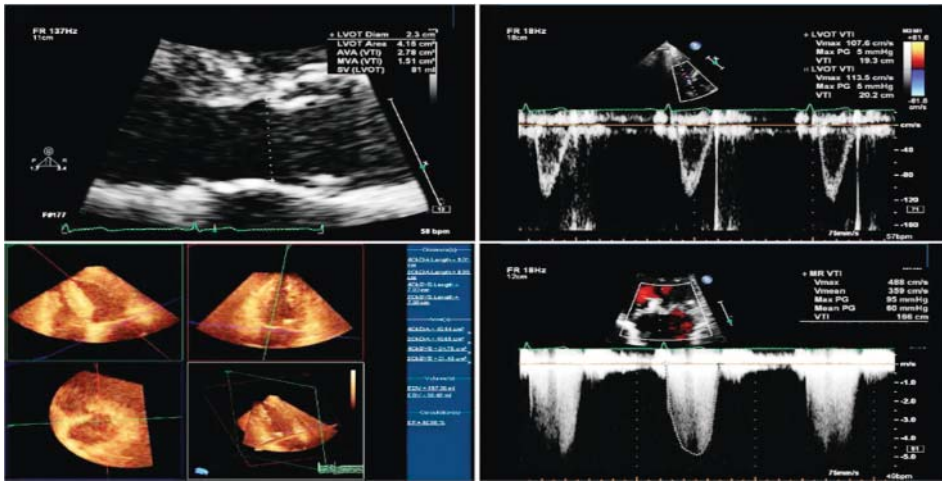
以 3D 心臟超音波的體積計算法來測量二尖瓣逆流的體積 (RgV) 和有效逆流口面積 (EROA)。左上，左心室出口 (LVOT) 測量起來 2.3 公分。右上圖，從心尖五腔室圖，脈衝波都卜勒記錄速度時間積分 (VTI) 為 19.3 公分，計算出來 LVOT 的心搏量 (SV) 是 81 毫升。左下，3D 經胸心臟超音波圖顯示左心室心搏量為 92 毫升。因此，逆流血量是 11 毫升，同一個病人也經由心臟核磁共振影像証實這個測量值正確。右下，連續波都卜勒呈現出 VTI 為 166 公分。EROA 為逆流血量 (11 毫升) / 流速時間積分 VTI (166 公分) = 0.07 平方公分。AVA 表示主動脈瓣面積，MVA 為二尖瓣開口面積和 PG 為壓力梯度。
